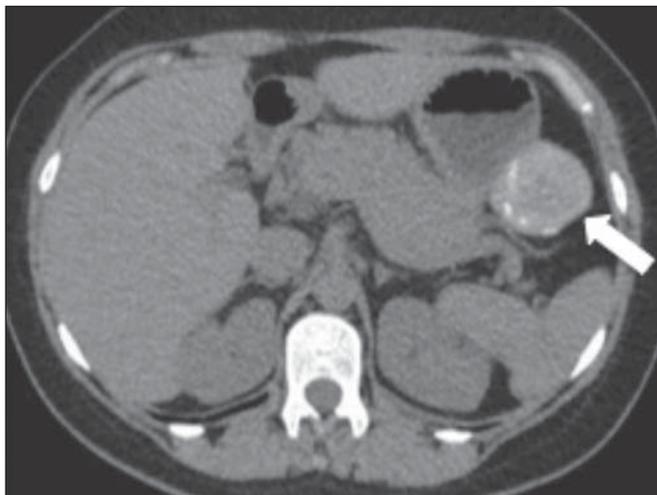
Paciente do sexo feminino, 39 anos, assintomática, pós-operatório tardio de gastrectomia parcial por tumor estromal gastrointestinal. Imagem axial de TC sem contraste demonstrando lesão ovalada, circunscrita, com densidade de partes moles e estruturas lineares hiperdensas internas (seta).
